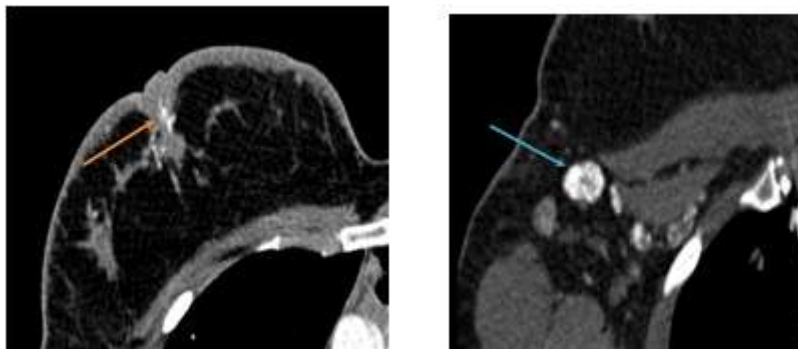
TDM thoracique en coupe et fenêtre médiastinale après injection de produit de contraste met en évidence une mastite carcinomateuse et micro calcifications ACR6 avant chimiothérapie néo adjuvante :(flèche bleue), calcifications rétro-aréolaires droites avec rétraction mamelonnaire et épaissement cutané, (flèche jaune) [17].
